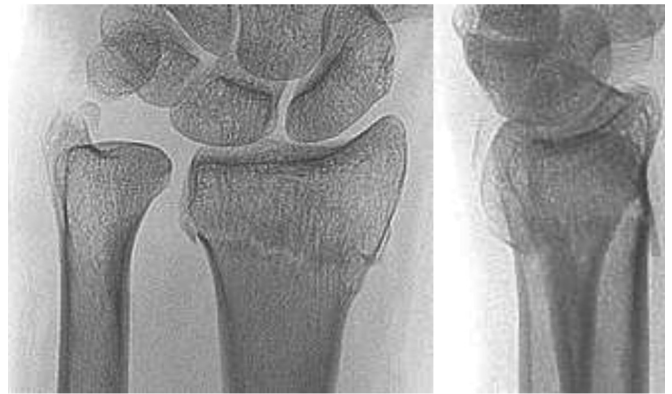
Рентгенограма перелому променевої кістки в типовому місці. Значне зміщення (долонний кут нахилу суглобової поверхні – /мінус/ понад 20° в протилежний – тильний бік, незначне вкорочення втрата ліктьової інклінації), яке потребує репозиції («вправлення»).
